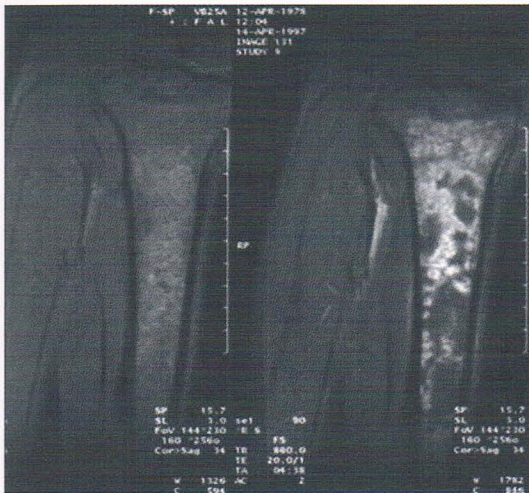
Aspect IRM d'une CVO: atteinte extensive métaphyso-diaphysaire montrant un aspect hétérogène de la médullaire prenant le contraste après injection.
